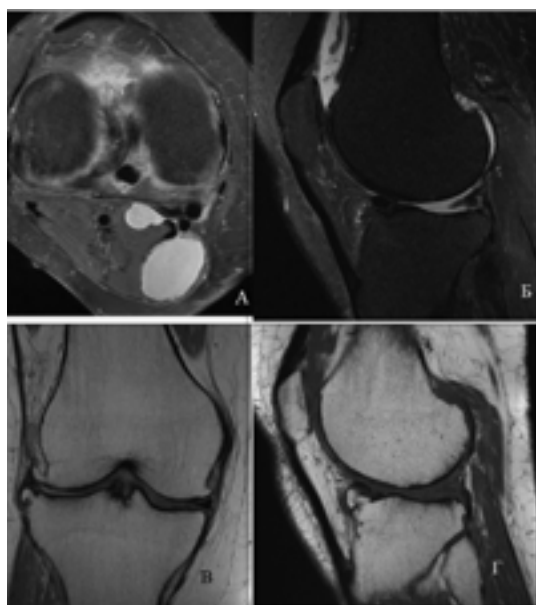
Магнитно-резонансные томограммы правого коленного сустава пациентки Ф., 67 лет. Отнесена ко второму кластеру
